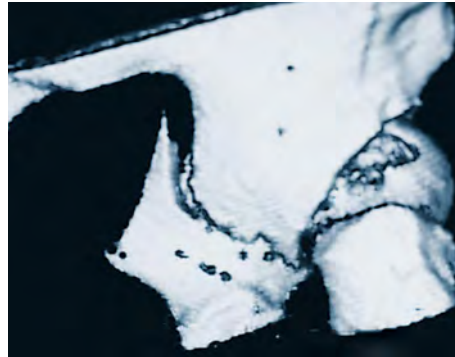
Fracture transversale du cotyle : TDM avec reconstruction 3 D, vue de la colonne postérieure.
